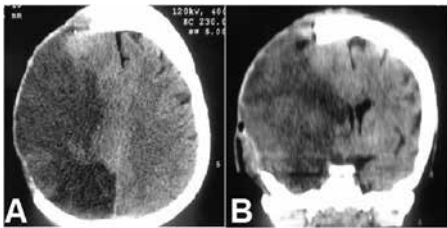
Tomografia computadorizada de crânio pós-operatória. (A) Axial com craniectomia ampla no sentido ântero-posterior. (B) Em AP mostrando craniectomia basal do osso temporal.
